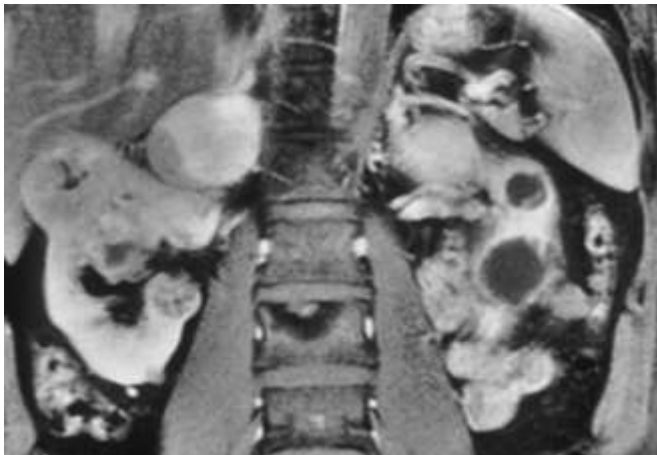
Enfermedad de Von Hippel- Lindau con feocromocitoma bilateral de la glándulas suprarrenales y carcinoma renal parcialmente quístico bilateral. RM de un paciente de 34 años.
